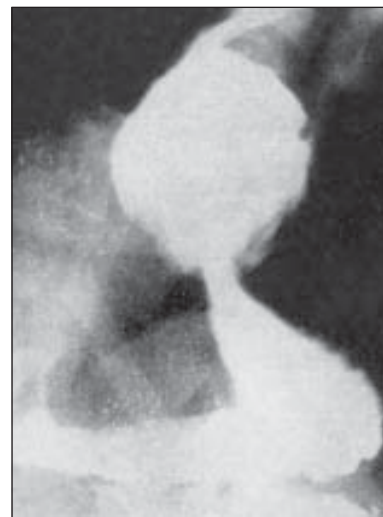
Рентгенограма стравоходу і шлунка. Кардіальна грижа стравохідного отвору діафрагми.
